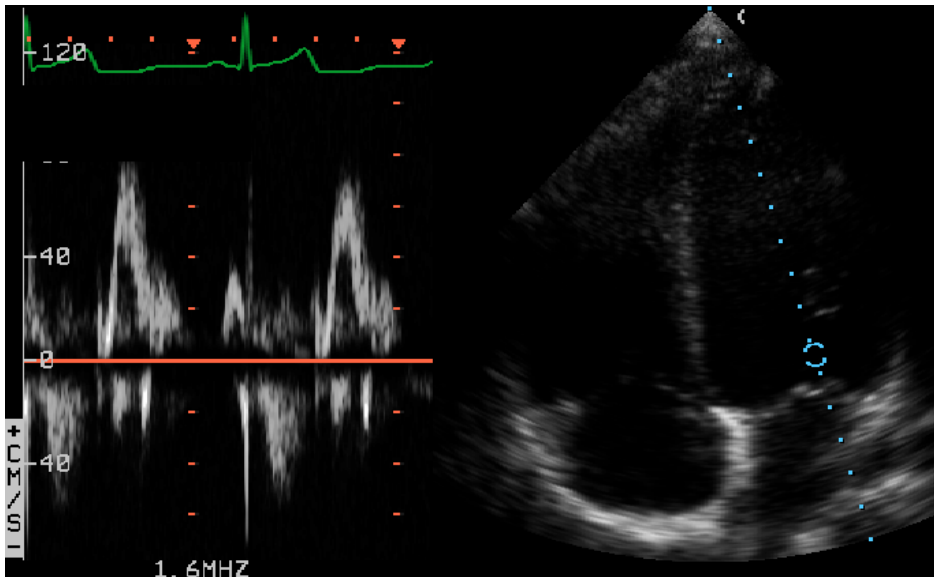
Patrón de llenado VI por doppler pulsado.
